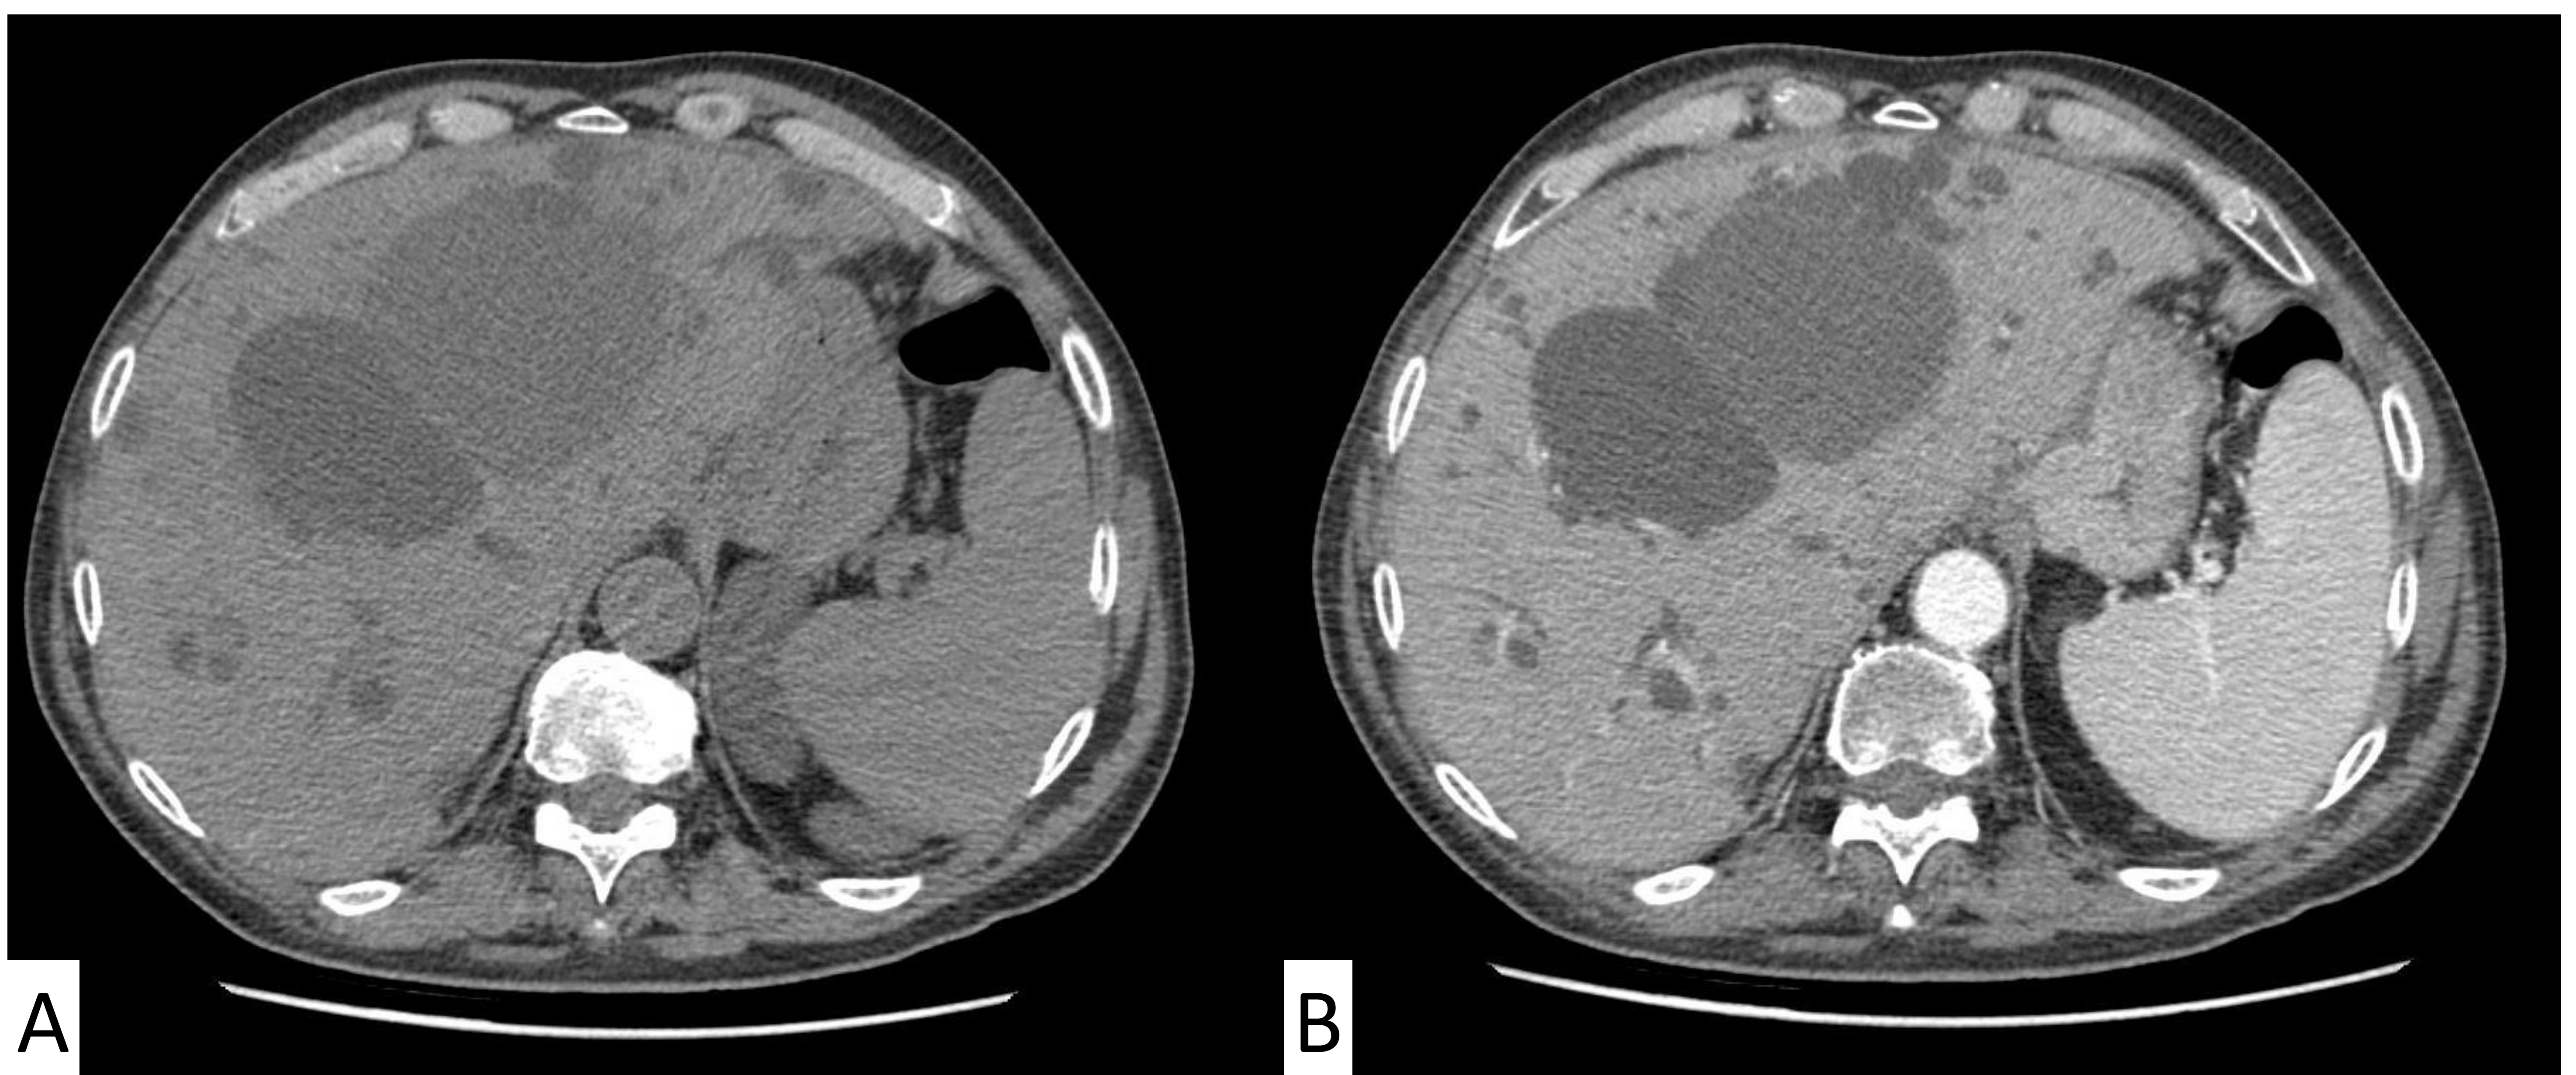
Imagen axial de TC sin y con contraste intravenoso (fase venosa) respectivamente, en las que se identifican, múltiples formaciones quísticas en el parénquima hepático, siendo dos de ellos dominantes, de aprox. 12 cm, llama la atención que el quiste más medial presenta una densidad mayor que el resto de quistes, mejor visualizado en el estudio sin contraste. Estos hallazgos están en relación con complicación del mismo con sangrado intraquístico.
